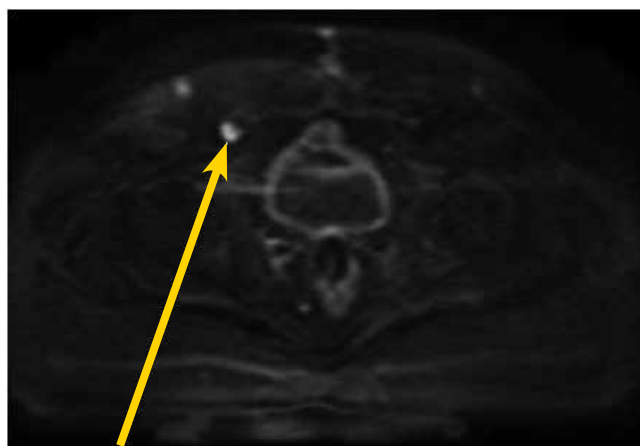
МРТ. Метастаз в лонную кость справа, диффузия. 01.03.2011 г.
